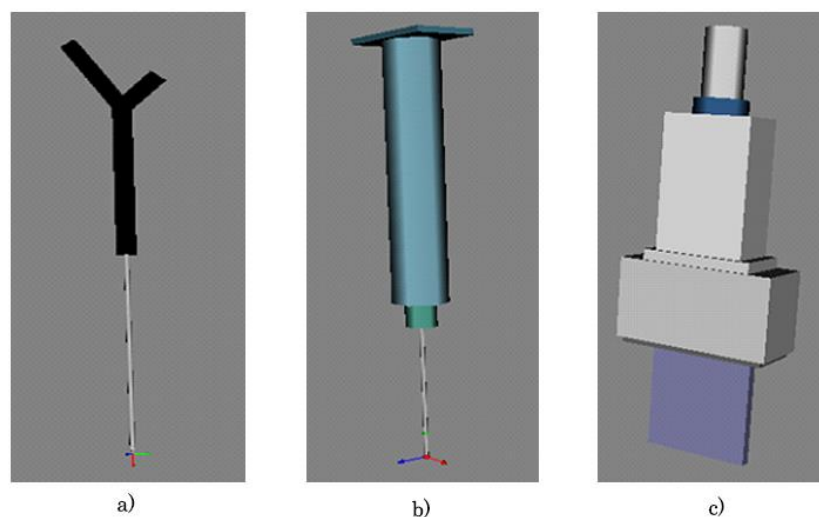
Representaciones virtuales de las herramientas utilizadas en una toma de biopsias: a) apuntador, b) aguja de biopsia y c) sonda de ultrasonido.
